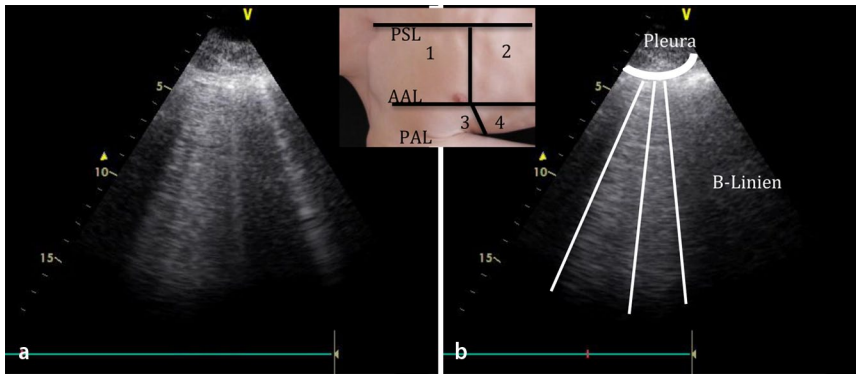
▲ Lungensonographie bei nächtlicher extremer Atemnot. Untersuchung an 4 Quadranten pro Thoraxseite, Befunde zu Fall 1, B-Mode, exemplarisch für alle untersuchten Quadranten beider Lungen. a vermehrte Anzahl von B-Linien, b 3 B-Linien. PSL parasternale Linie, AAL anteriore Axillarlinie, PAL posteriore Axillarlinie
